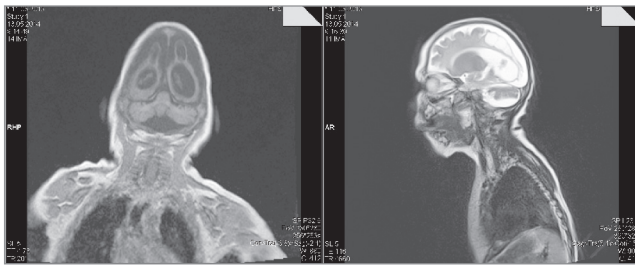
МРТ головного мозку у віці 11 місяців з мультікістозною трансформацією головного мозку внаслідок гіпоксичного-геморагічного ураження
